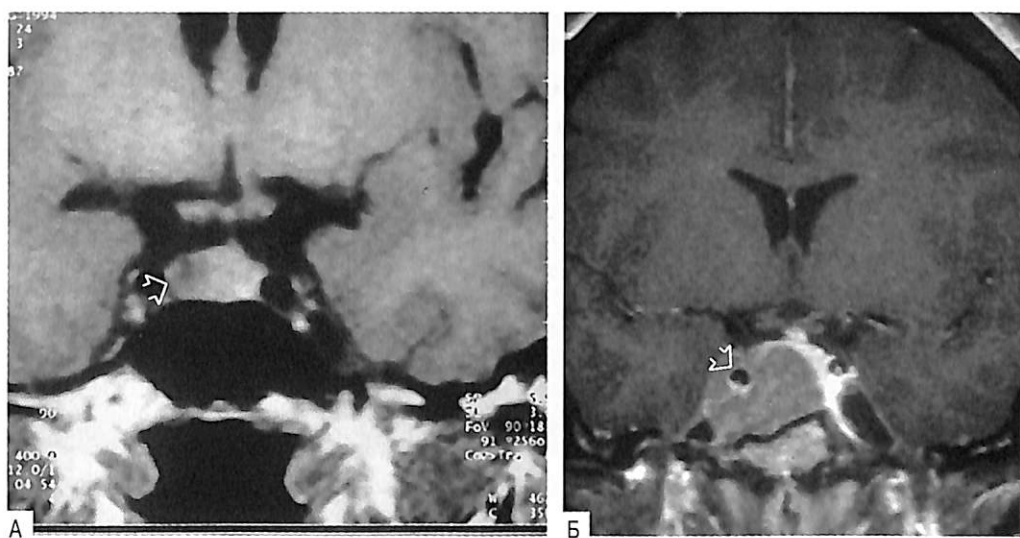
А — Магнитно-резонансная томограмма, на которой видны типичные признаки микроаденомы гипофиза: образование с пониженной плотностью на правой стороне железы с отклонением воронки гипофиза в противоположную сторону. После биохимической диагностики болезни Кушинга этот пациент был излечен с помощью транссфеноидальной гипофизэктомии; Б — магнитно-резонансная томограмма гипофиза, демонстрирующая крупную макроаденому у пациента с болезнью Кушинга. В отличие от более мелких опухолей, эти образования всегда инвазивны и склонны к рецидивированию после хирургического вмешательства.
